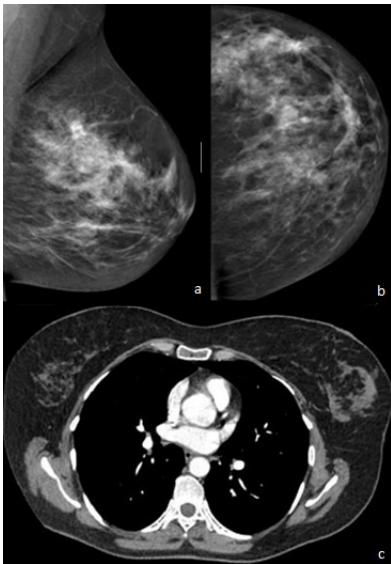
Left CC projection (a) MG image and Aksial CT image (b) were demonstrated, increased fibroglandular tissue density in the upper outer quadrant on MG and axial CT image was shown asymmetric enhancement.
